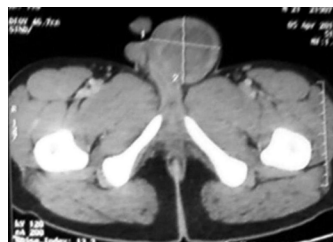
TAC Abdomino-pélvica que muestra masa testicular a nivel del pubis.
